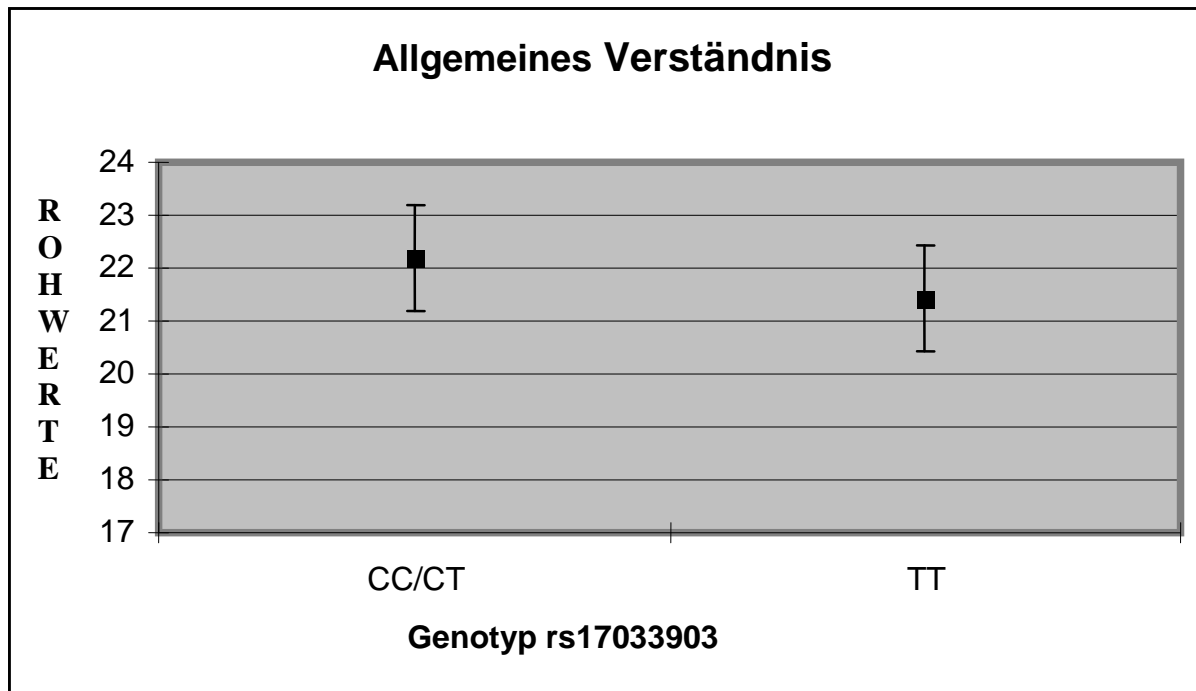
Im Vergleich MW und SD für die Genotypen CC/CT vs. TT im Untertest Allgemeines Verständnis
